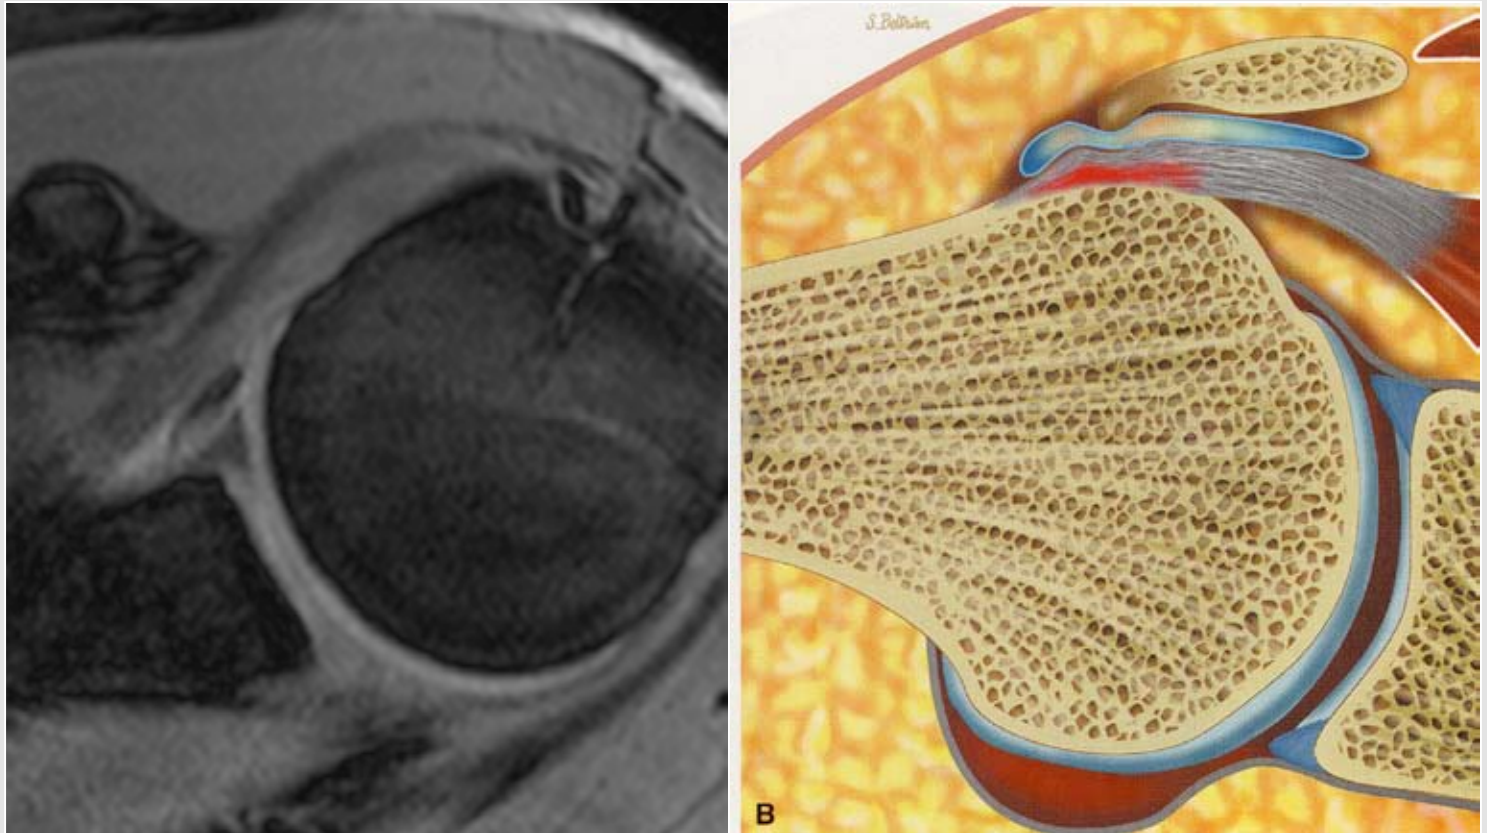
aus Stoller: MRI in Orthop. 3. Aufl.
